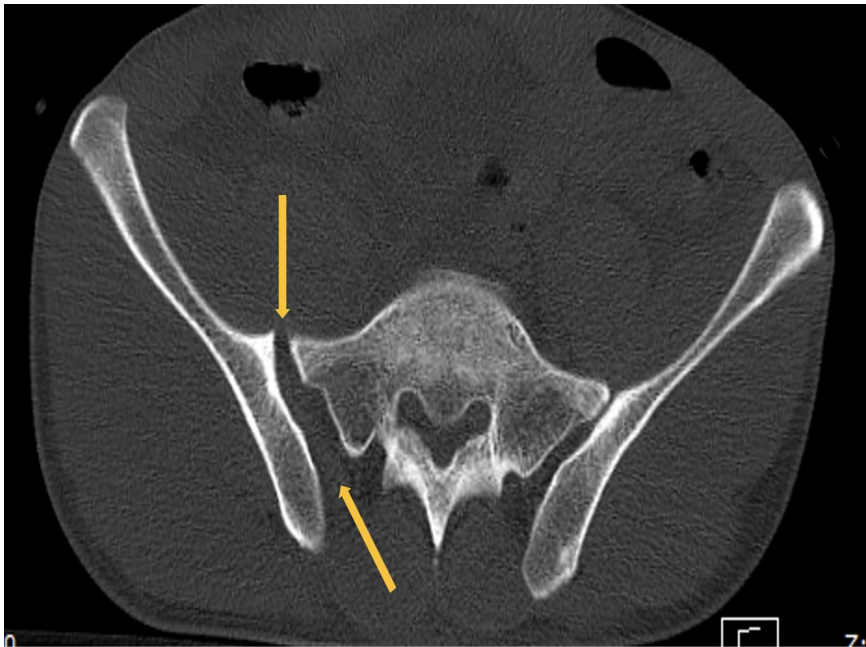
TC axial de pelvis en ventana ósea que muestra diástasis de la articulación sacroilíaca derecha (flechas amarillas). Hallazgos compatibles con inestabilidad rotacional del anillo pélvico.
